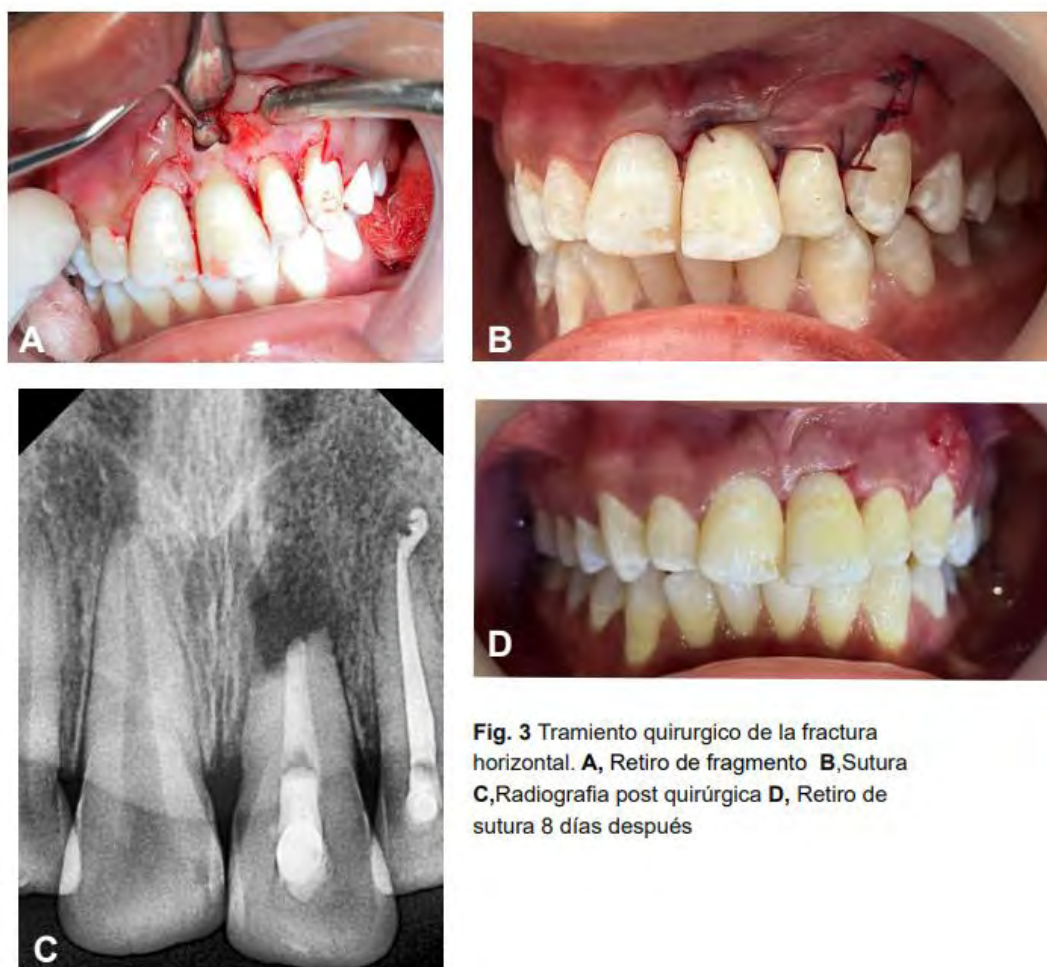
Tratamiento quirúrgico de la fractura horizontal. A, Retiro de fragmento B, Sutura C, Radiografía post quirúrgica D, Retiro de sutura 8 días después
